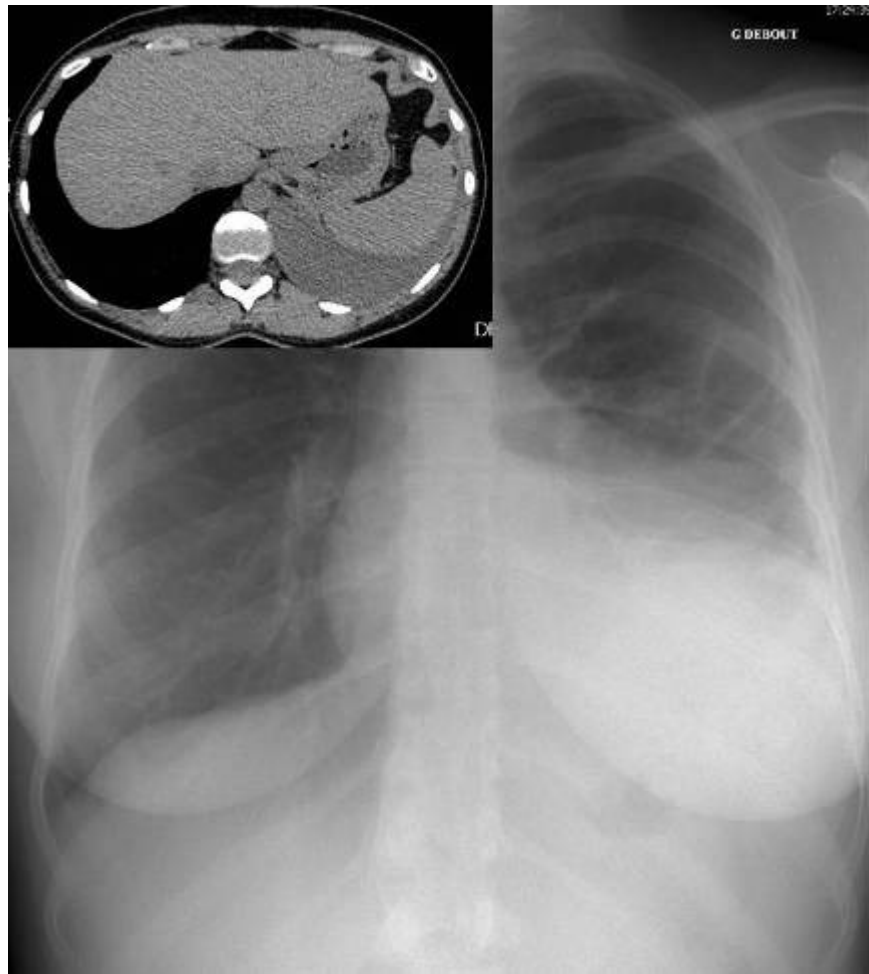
Epanchement pleural gauche de faible abondance (radiographie de thorax et scanner thoracique) avec une opacité à tonalité hydrique homogène, effaçant les structures vasculaires, à concavité supérieure et interne.
